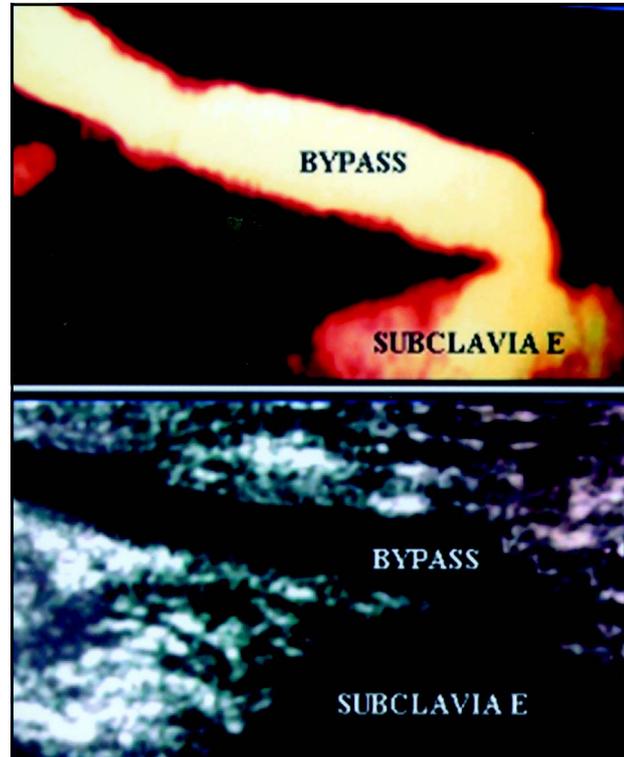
Ecodoppler pós-operatório.
